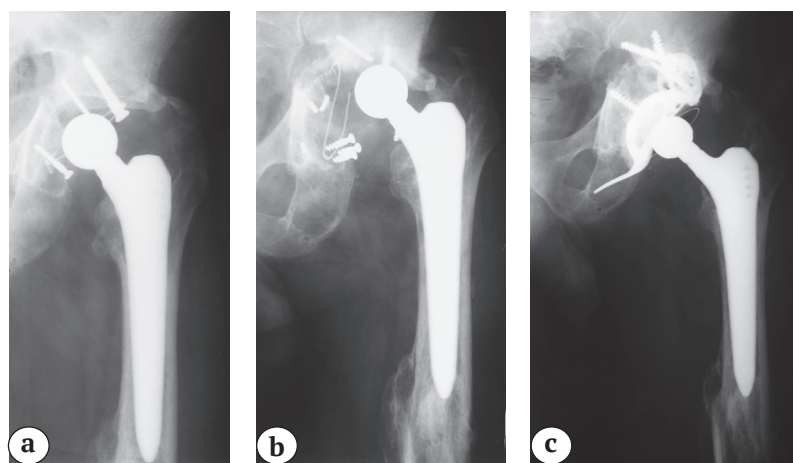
Рентгенограммы больного 26 лет:
